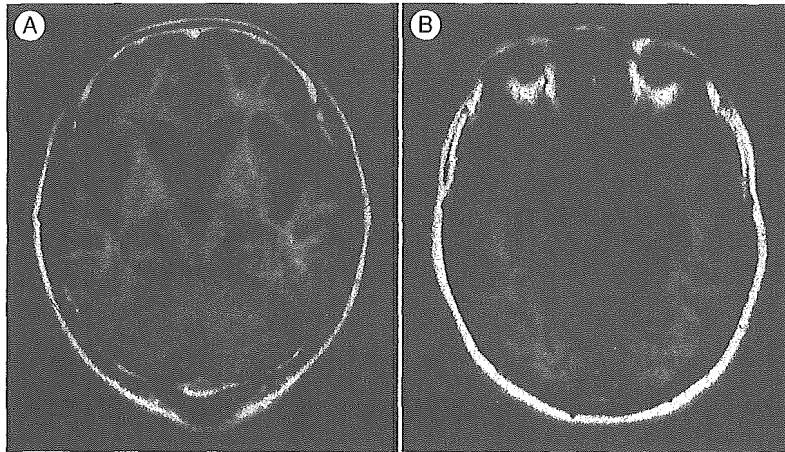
慢性進行型神経Behçet病患者のMRI所見(フレア画像)
